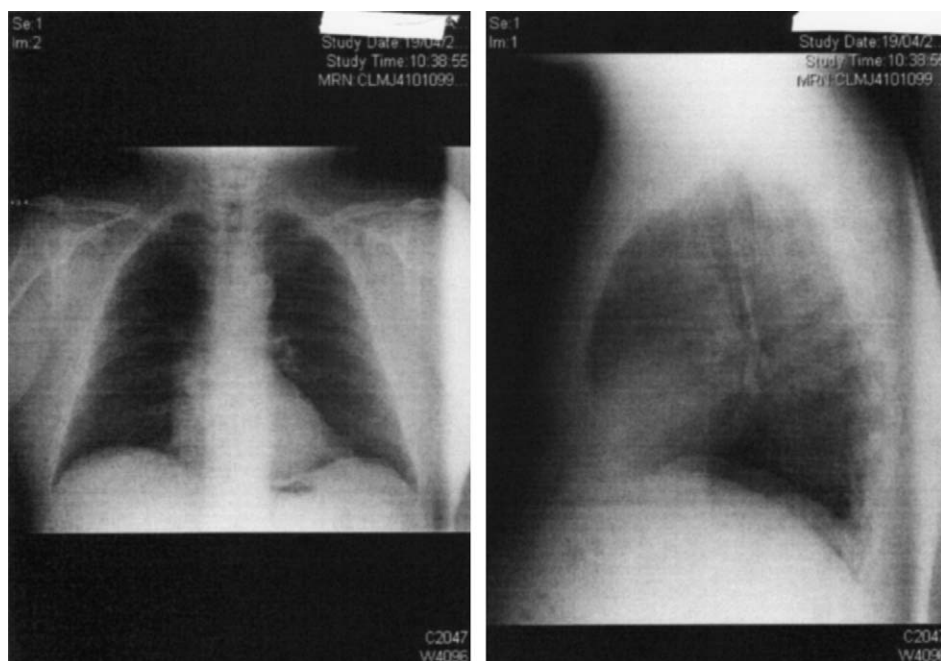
Radiografía de tórax. Se aprecia una silueta cardíaca conservada con un hilio izquierdo levemente aumentado.
